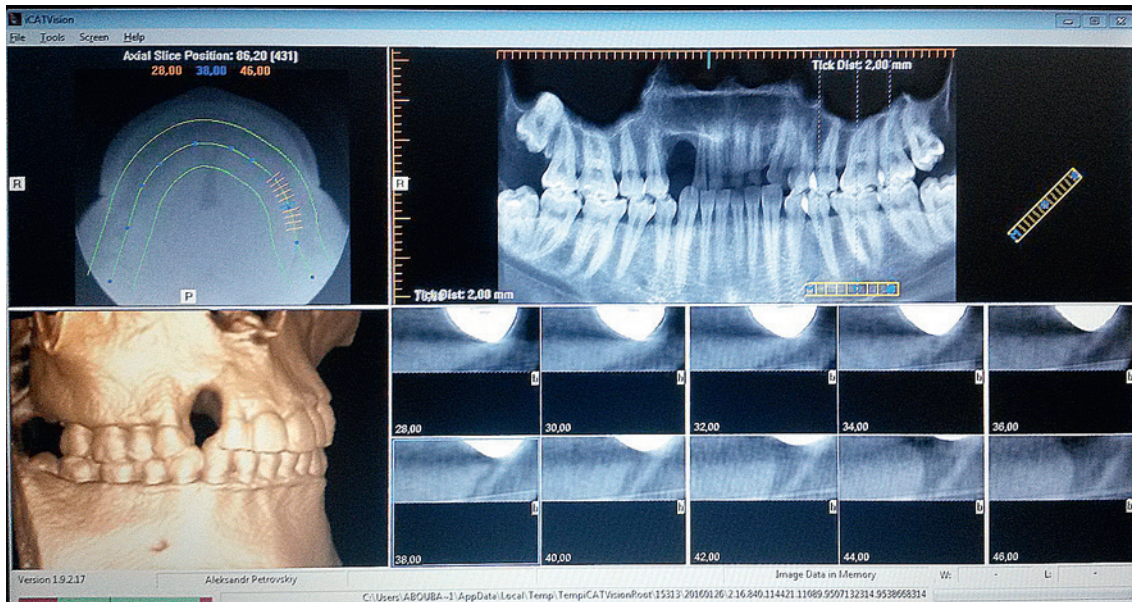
КТ через 1,5 года после удаления 1.3 зуба.
